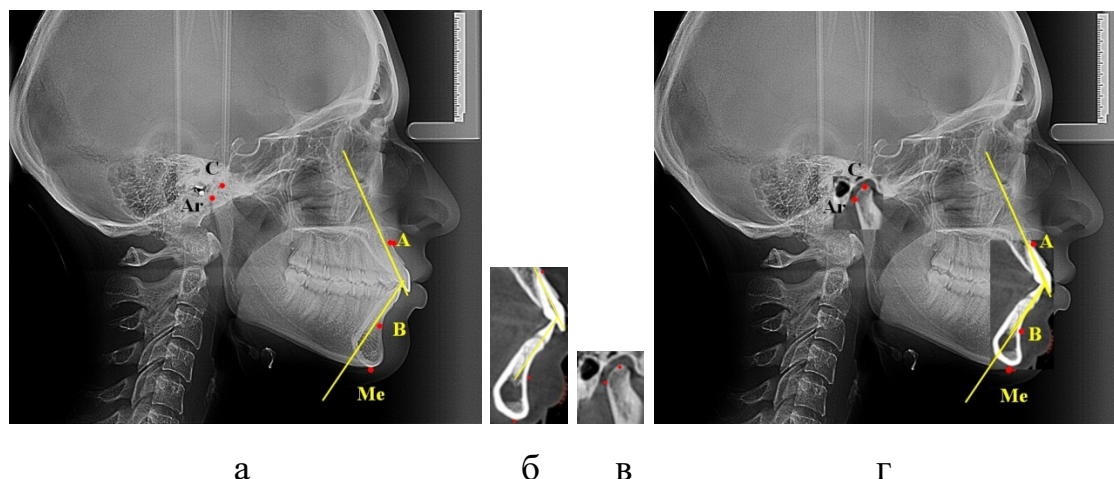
Телерентгенограмма с обозначенными ориентирами (а), фрагменты резцового сегмента (б) и сустава томограмм (в), и методика совмещения снимков (г).
